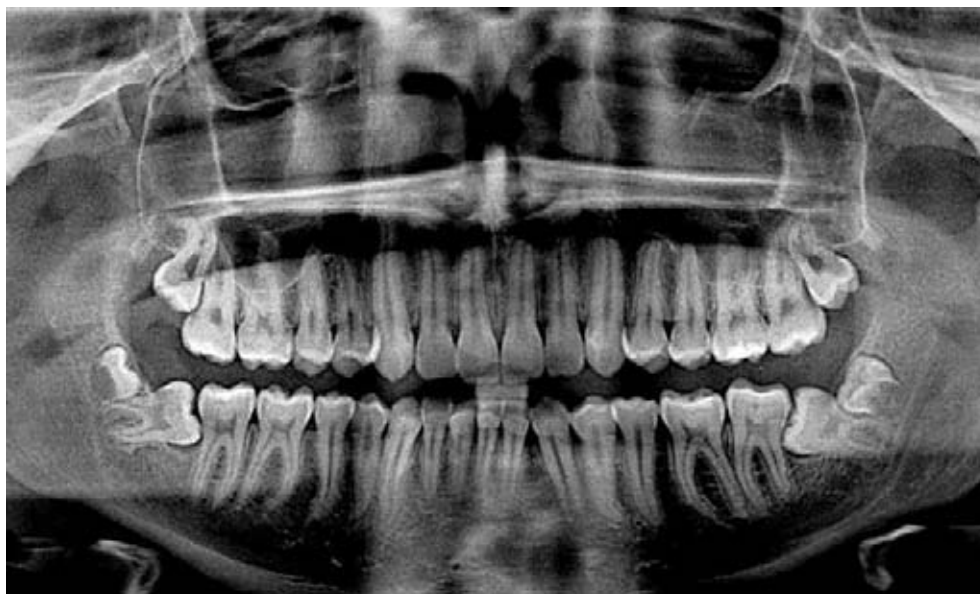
Ortopantomografia che evidenzia la presenza di elementi sovranumerari distalmente ai terzi molari.
